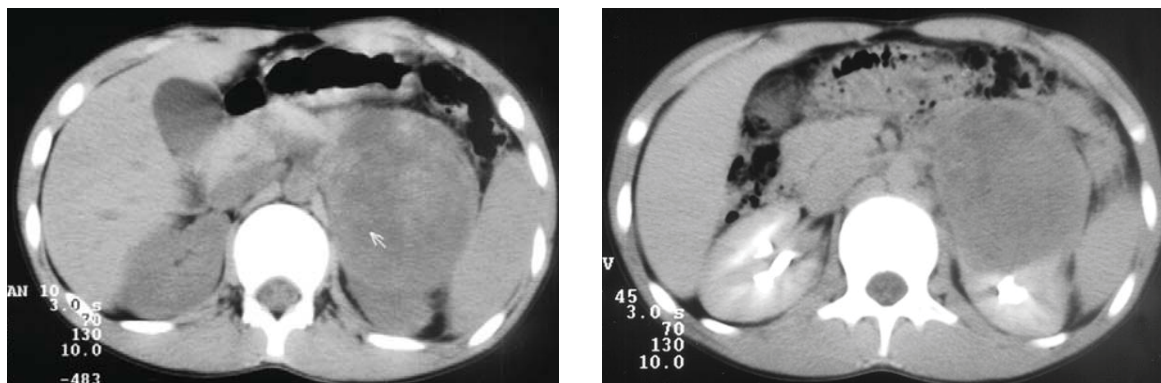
Carcinom renal. Secțiuni axiale CT. Formațiune masivă cu structură heterogenă, bine delimitată, care captează contrast.
